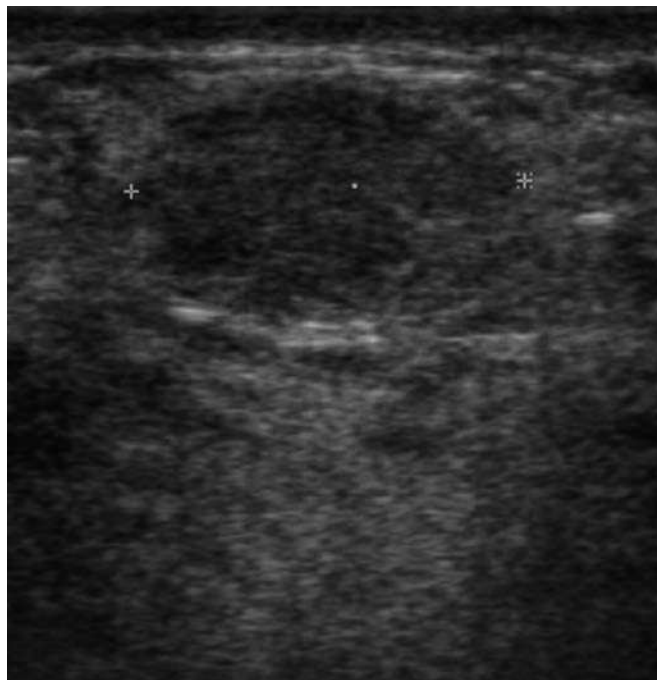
Ecografía de la mama derecha: en la imagen obtenida en el cuadrante inferoexterno (CIE) se visualiza una lesión nodular discretamente hipocogénica, parcialmente bien delimitada con refuerzo posterior, de 18 mm de diámetro máximo.
